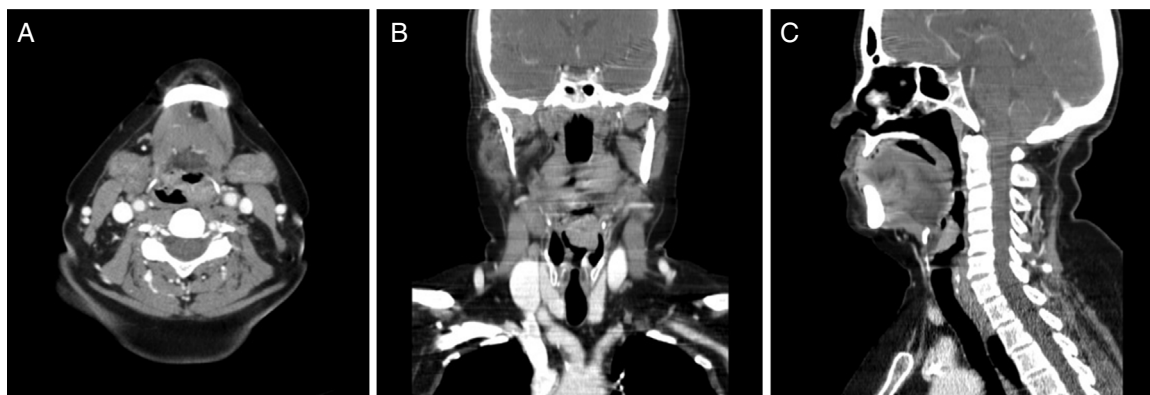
Tomografia computadorizada demonstra lesão vegetante em epiglote que acomete a prega ariepiglótica esquerda em corte axial (A), coronal (B) e sagital (C).
